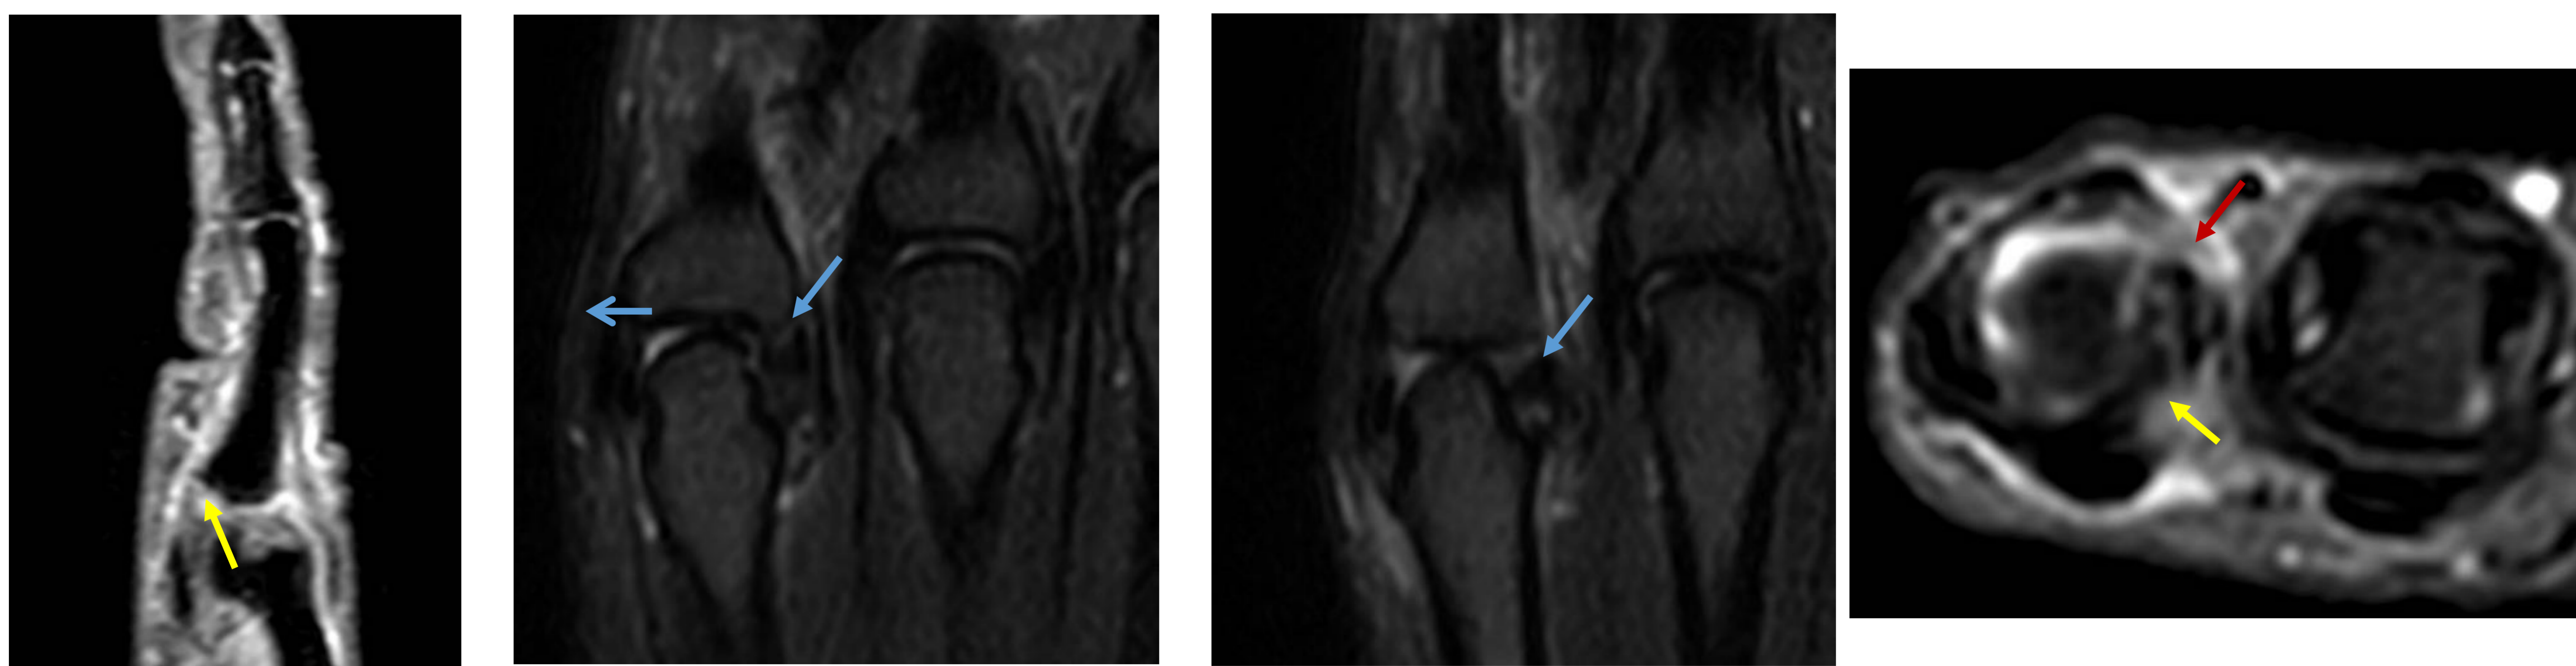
Paciente con traumatismo en hiperextensión del 5º dedo de la mano derecha, refiere que sufrió luxación MCF hacia lado cubital. RM: Rotura parcial colateral radial (flechas azules). Desinserción distal parcial del lado radial, de la placa volar (flechas amarillas). Lesión parcial de la banda sagital radial (flecha roja).
